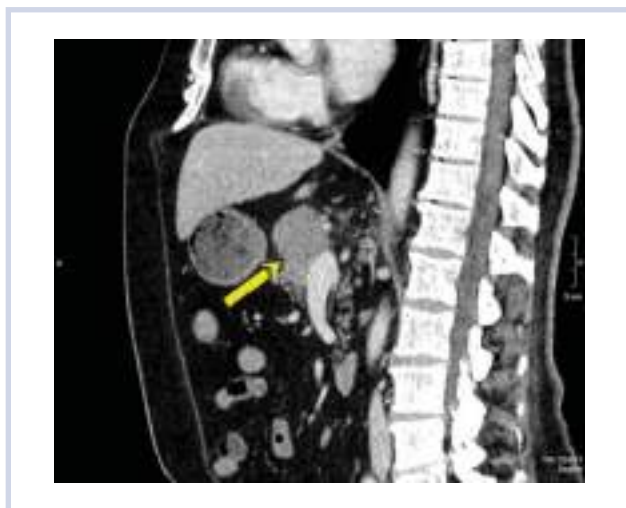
КТ брюшной полости с внутривенным контрастированием (сакитальный срез, стрелкой указано образование поджелудочной железы).
